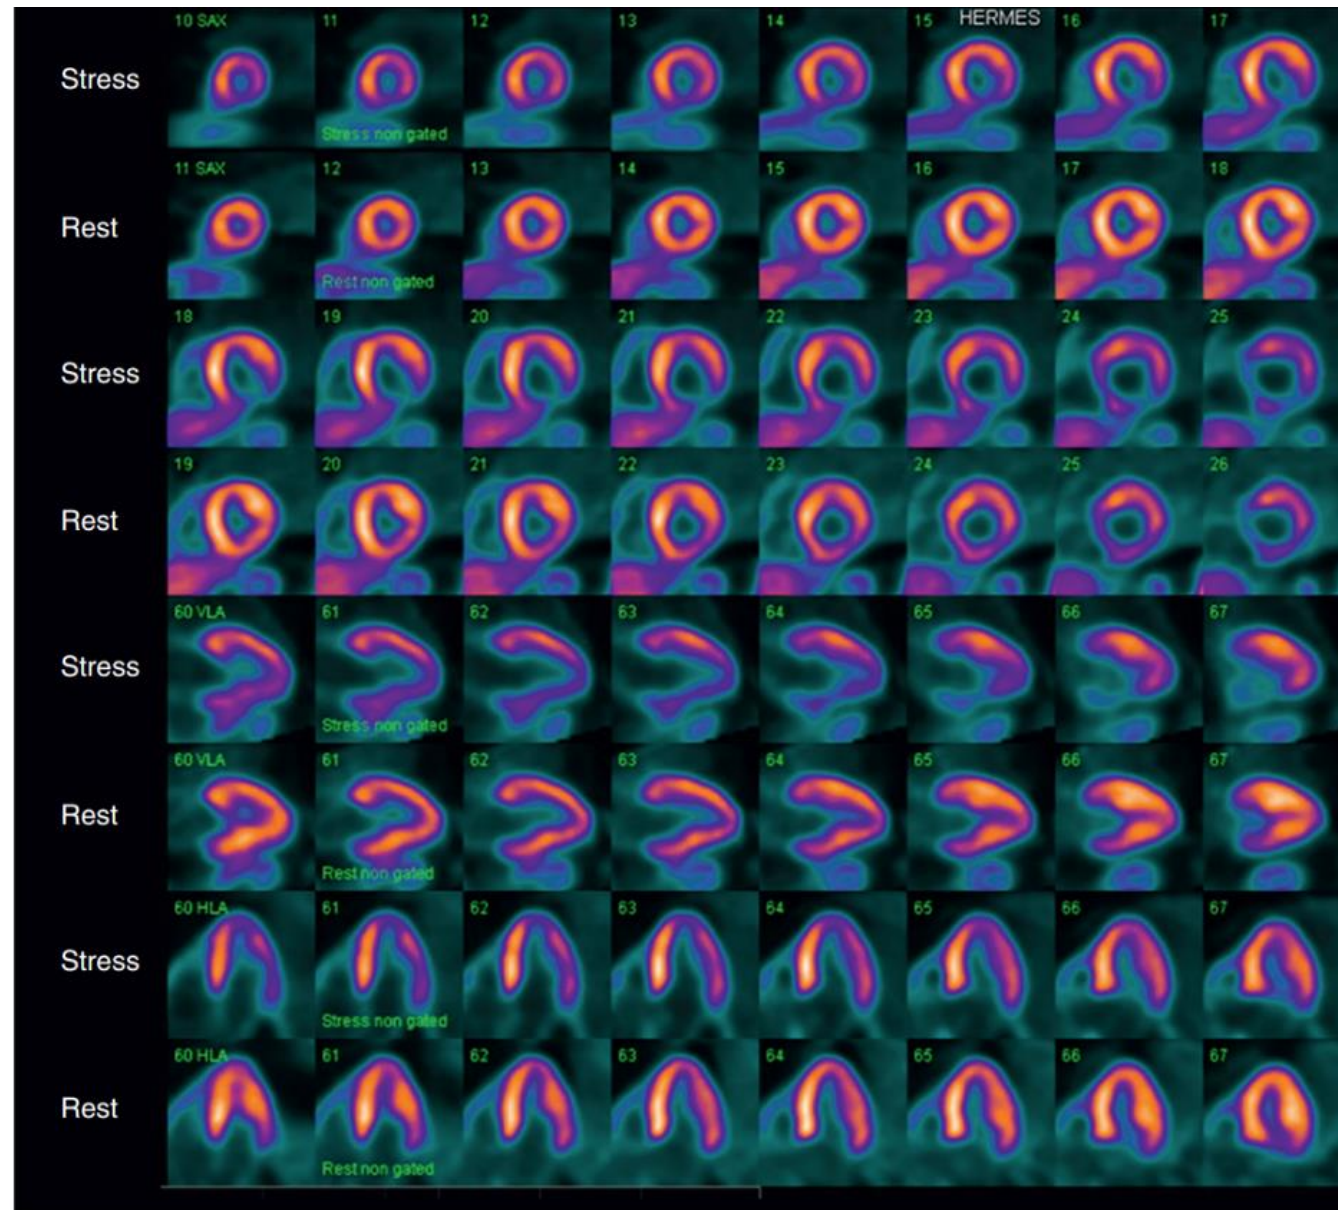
Positron emission tomography (PET) cardiac perfusion study using nitrogen-13 ammonia. This study shows a moderate-sized myocardial perfusion defect in the inferior wall during stress with complete reversibility on the rest study, indicating ischemia.
